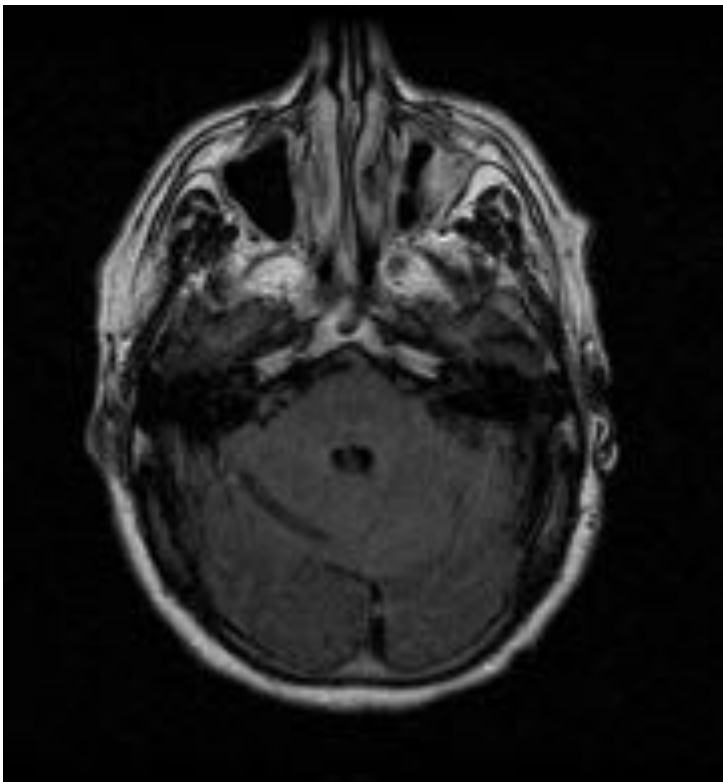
RM con imagen potenciada en FLAIR, corte axial. Control 3 meses después. Pérdida de señal en el hemisferio cerebeloso derecho provocada por los depósitos de hemosiderina residual.
